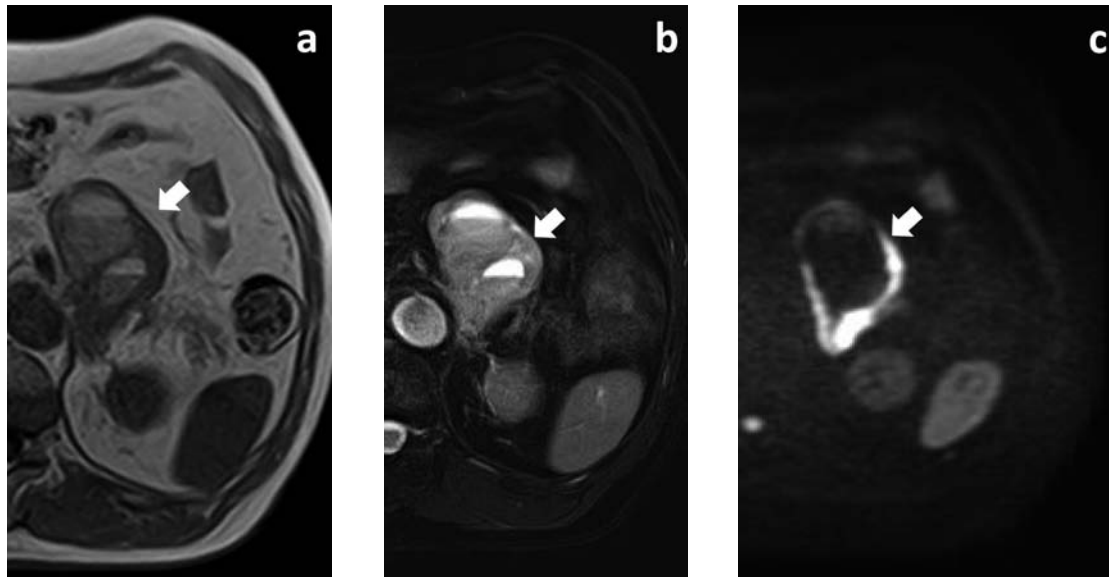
Magnetic resonance imaging examination reveals the periphery of tumor T1-weighted (a) low, T2-weighted (b) high and DWI(c) high, and cystic. This cyst shows fluid level that is suspicious of hematoma.
